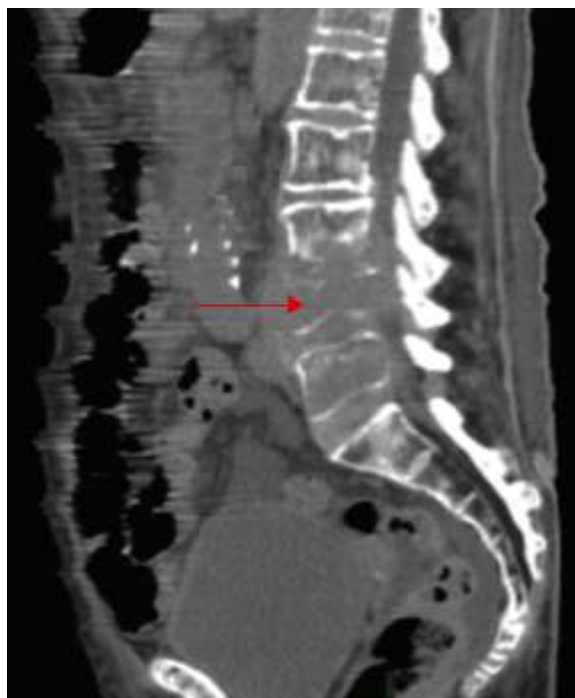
Tomografía lumbosacra, corte coronal, vista lateral. Imagen de masa infiltrativa que destruye el cuerpo vertebral de L4 (flecha roja).
